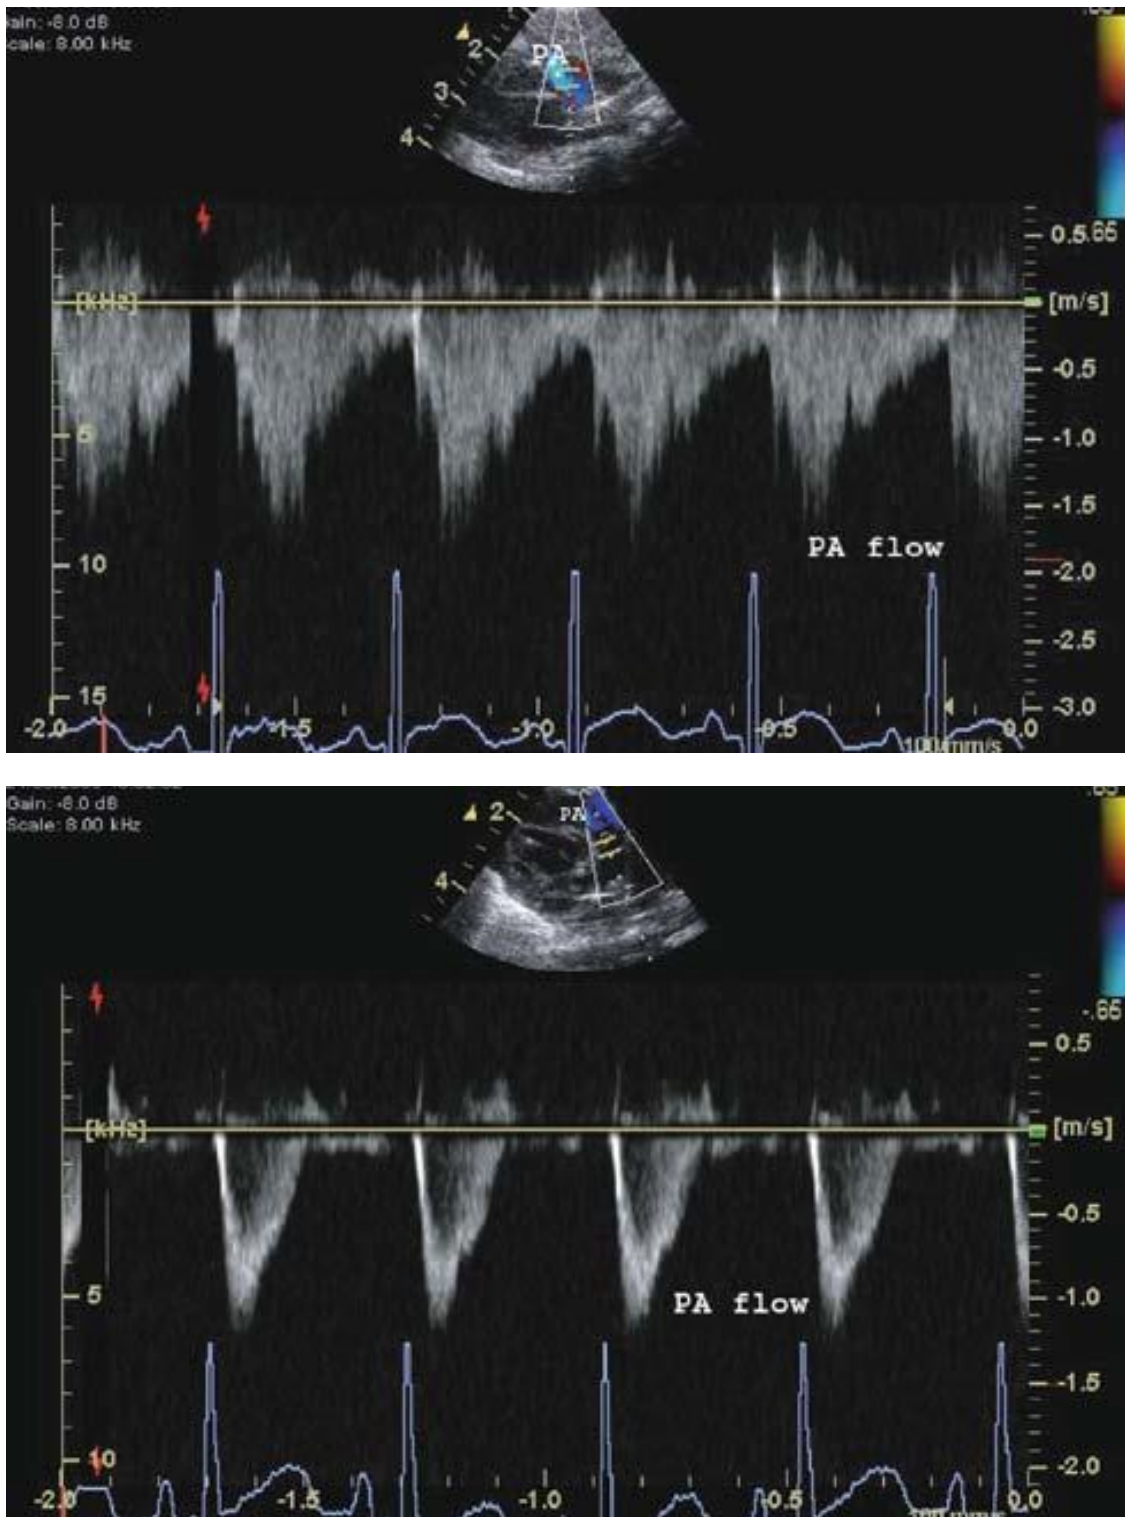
Doppler pulsado de la arteria pulmonar en un recién nacido con un DAP significativo (arriba), que muestra flujo turbulento sistólico y diastólico. La imagen inferior muestra un flujo laminar en la arteria pulmonar luego del cierre del DAP.
